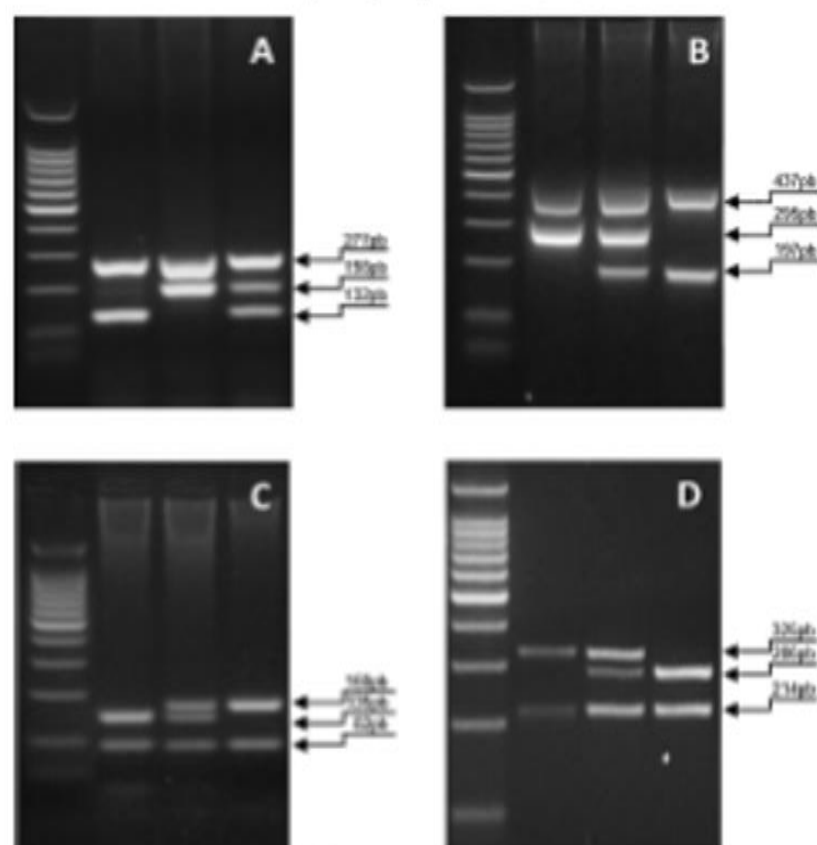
(A) A 2.5% agarose gel showing ARMS-PCR profiles for SNP rs28798011 (TT and CT genotypes). (B) A 2.5% agarose gel showing ARMS-PCR profiles for SNP rs289917 (TT, TG and GG genotypes). (C) A 2% agarose gel showing RFLP profiles for SNP rs28798011 (CT and TT genotypes). (D) A 2% agarose gel showing RFLP profiles for SNP rs289917 (TT, TG and GG genotypes). Molecular Weight 100bp (Pharosga).
